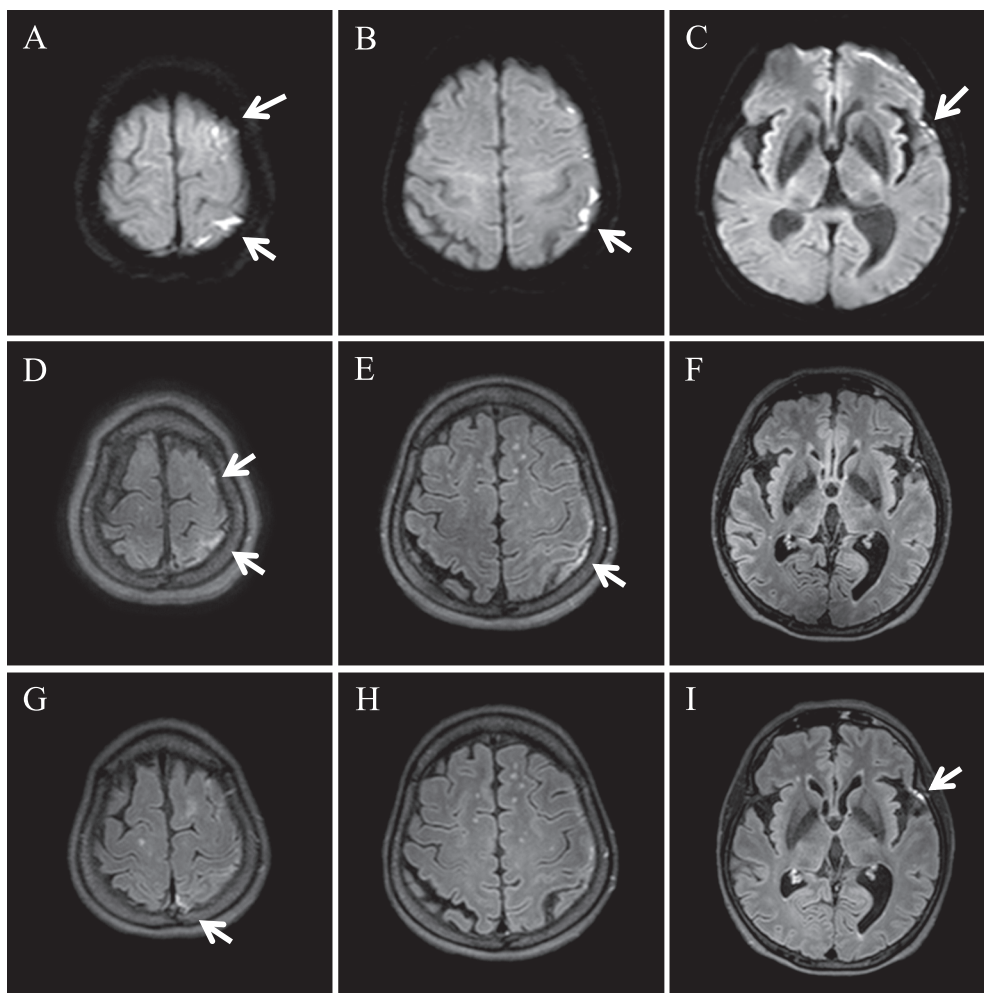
Brain MRI on admission.
